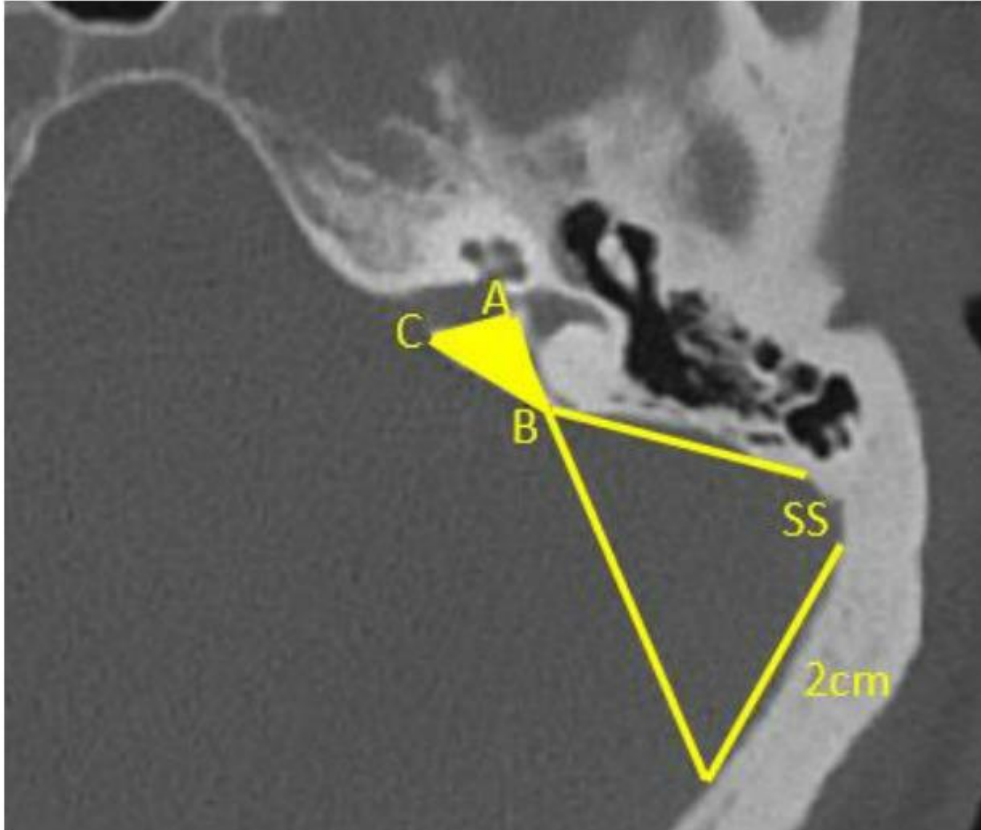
ÜTK_{kuzunluk} ölçümü.
